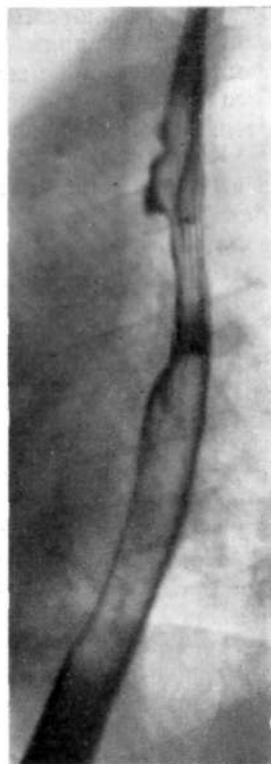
Рентгенограмма пищевода в косо́й проекции. По задней стенке I сегмента (CvI—TIV) определяется чашеподобная карцинома.
